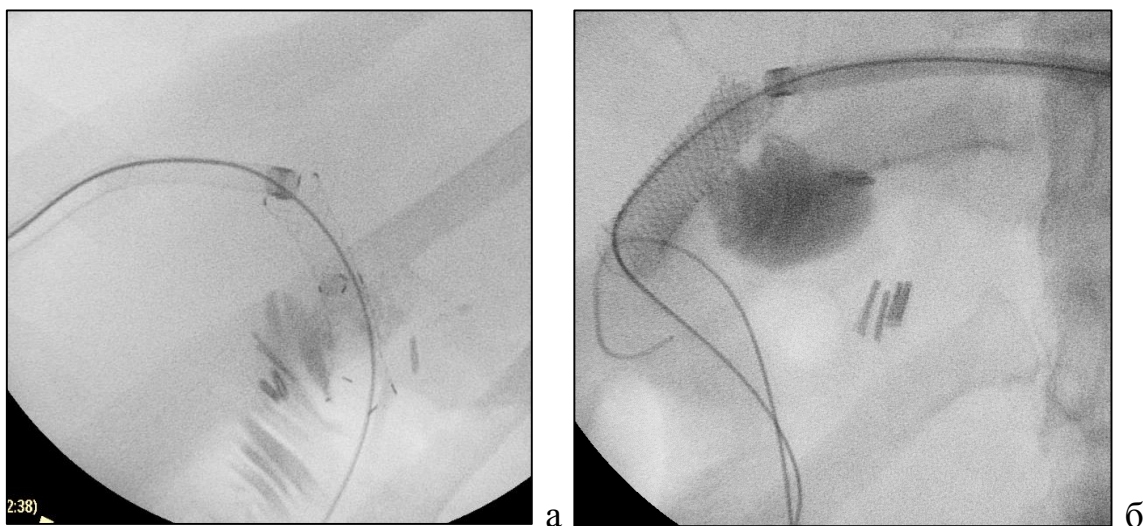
Рентгенограммы установки интродьюсера над верхним краем стента: а – справа, б – слева. Стрелкой показана рентгеноконтрастная метка на кончике интродьюсера.
